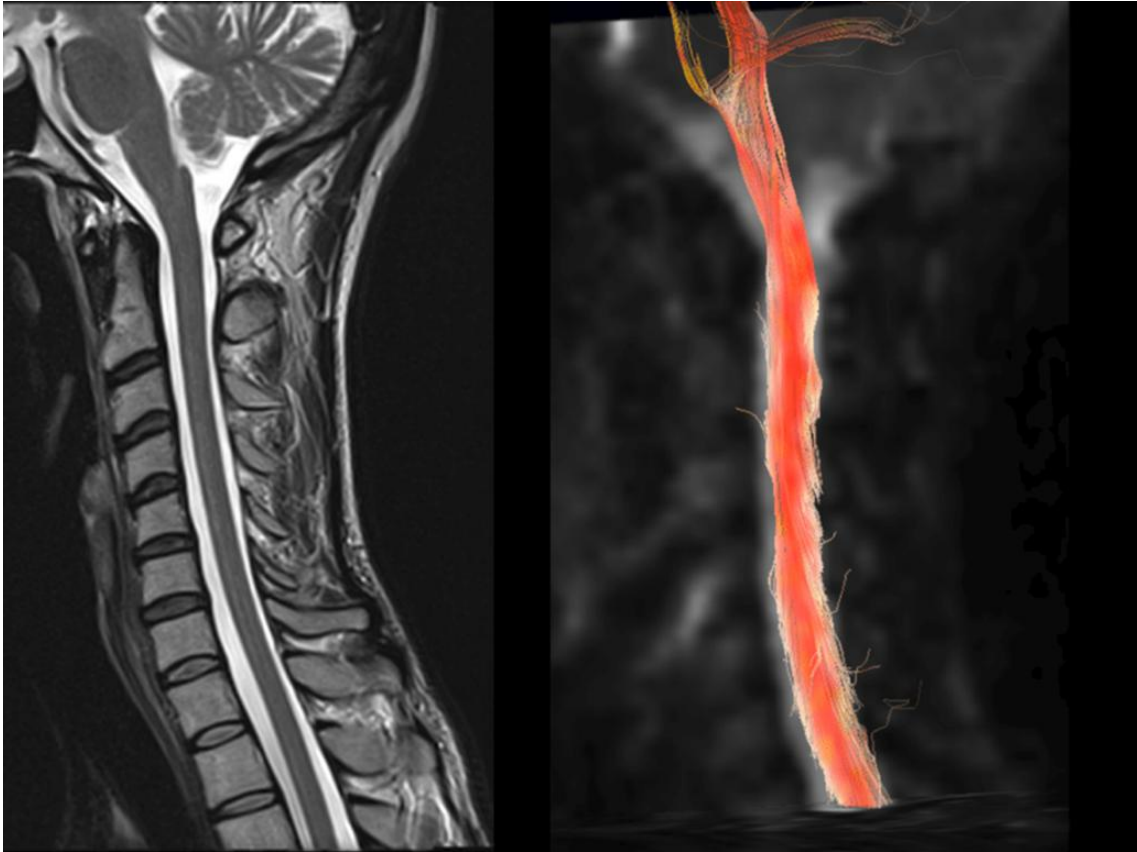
Esquerda: RM da charneira occipitocervical, da coluna cervical e da junção cérvico-dorsal (T2, corte sagital). Direita: Tratografia da protuberância e do bulbo raquídeo, da medula cervical e da dorsal superior, onde se pode ver as fibras intramedulares (a cor-de-laranja). (Imagens cedidas pelo Prof. Doutor Pedro Gonçalves Pereira, Hospital Lusíadas Lisboa.)
